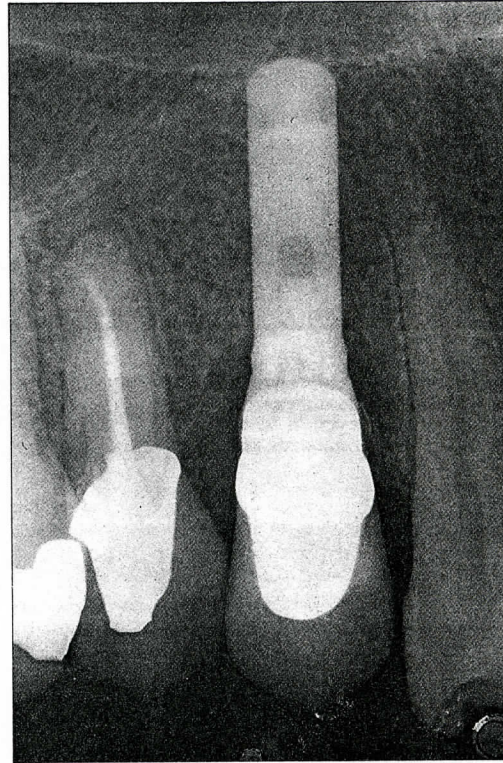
Una radiografía retroalveolar también debe ser vigilada después de la cementación de la corona.
